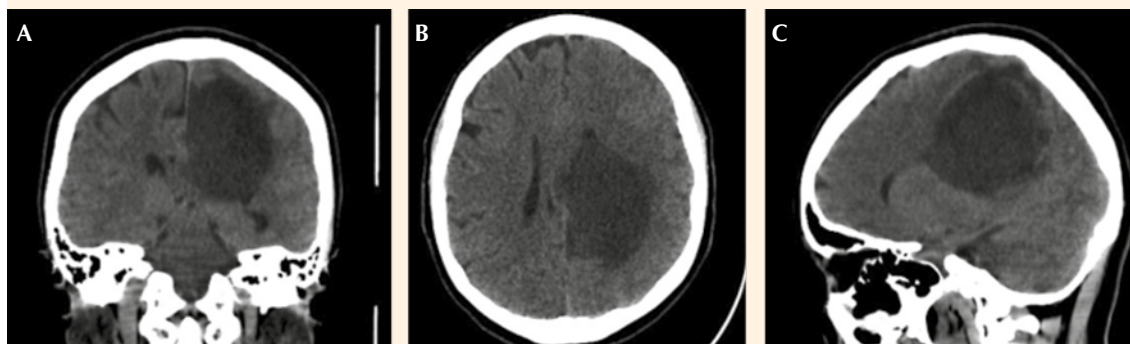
Tomografía simple axial computada inicial donde se documenta una lesión voluminosa de componente sólido y quístico en la región parietal izquierda, con edema vasogénico adyacente y efecto de masa sobre el trígono ventricular. Línea media desviada a la derecha. A. Corte coronal. B. Corte transversal. C. Corte sagital.
